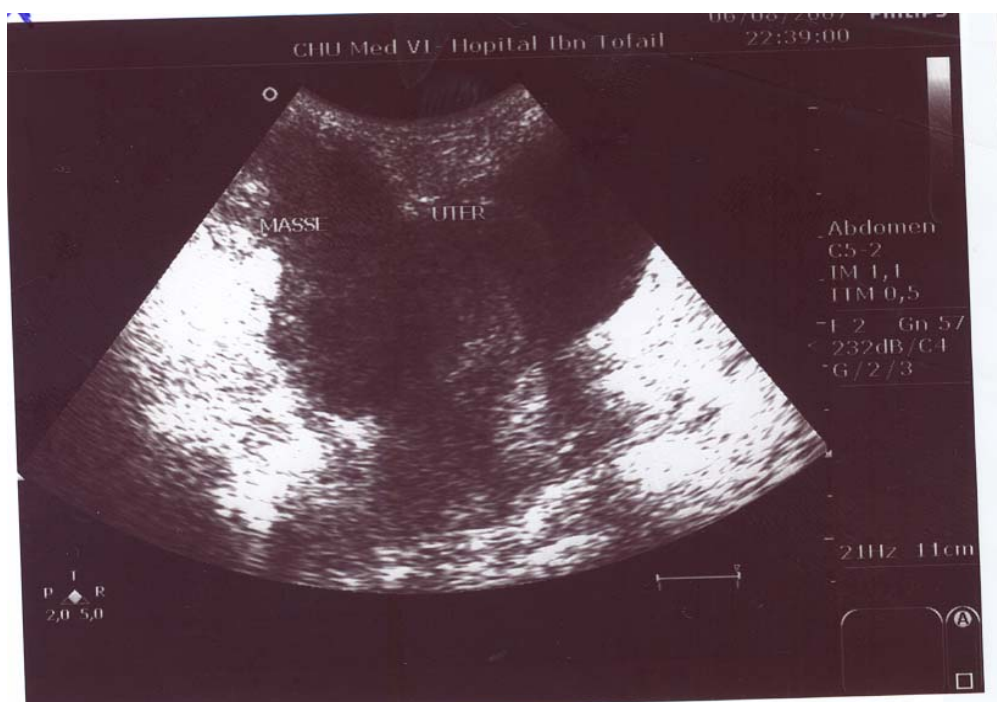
Aspect échographique d'une masse ovarienne solido-kystique pseudo tumorale de l'ovaire droit.
